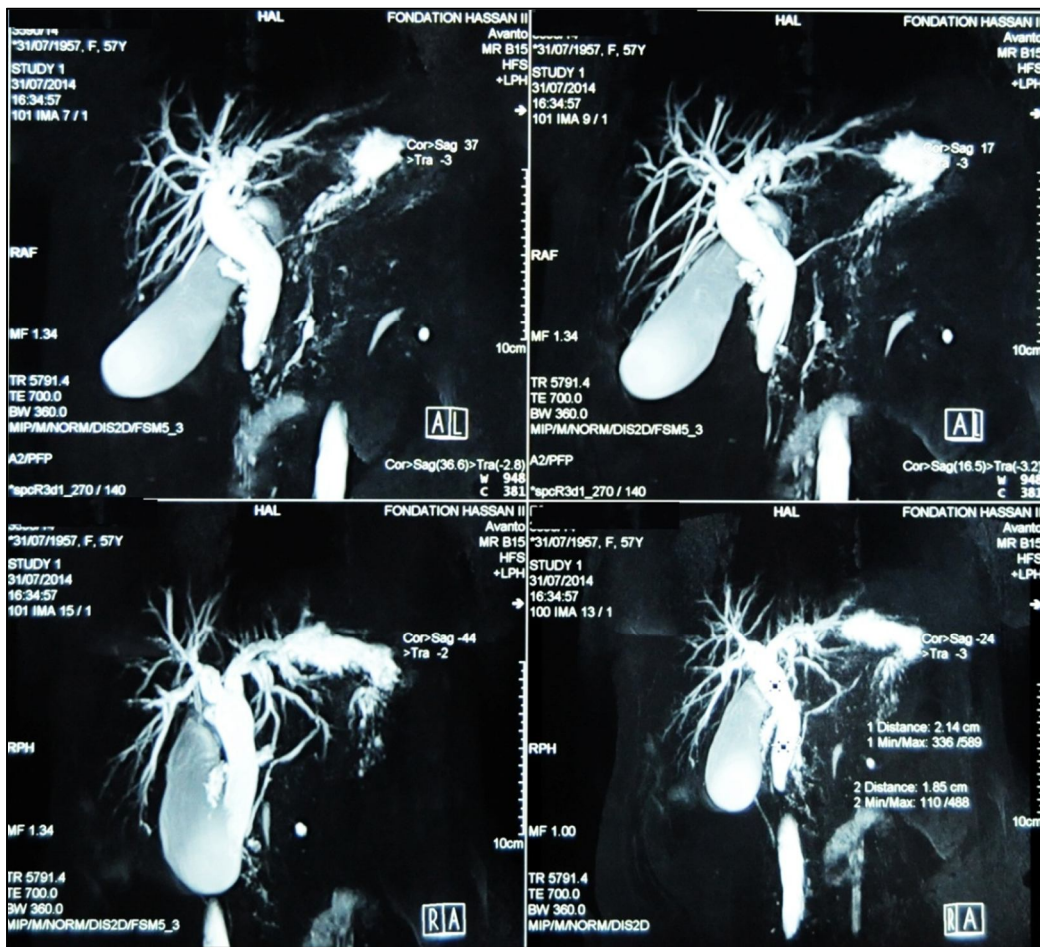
Bili-IRM: Dilatation des VBIH et la VBP sur cholangite sclérosante.
